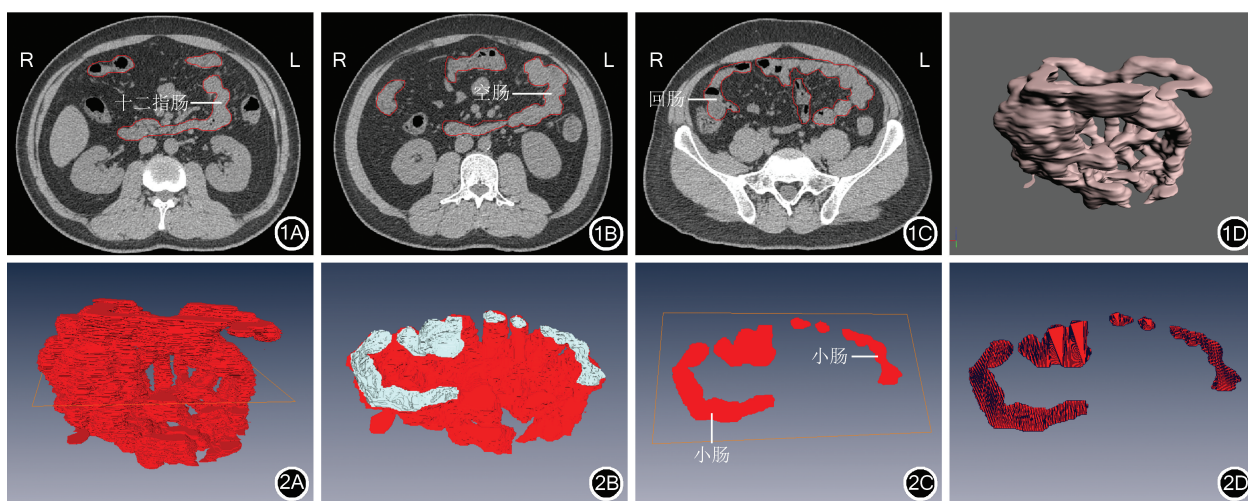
构建小肠三维数字化模型 1A:腹部增强 CT 检查对十二指肠进行半自动分割;1B:腹部增强 CT 检查对空肠进行半自动分割;1C:腹部增强 CT 检查对回肠进行半自动分割;1D:重建小肠三维数字化模型 图 2 小肠三维数字化模型操作 2A:选取横截面;2B:暴露横截面;2C:截取横截面;2D:编辑横截面
